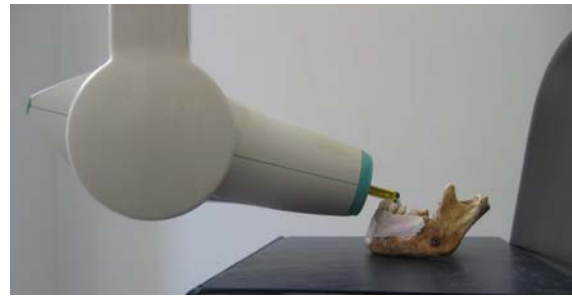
Toma de radiografías
